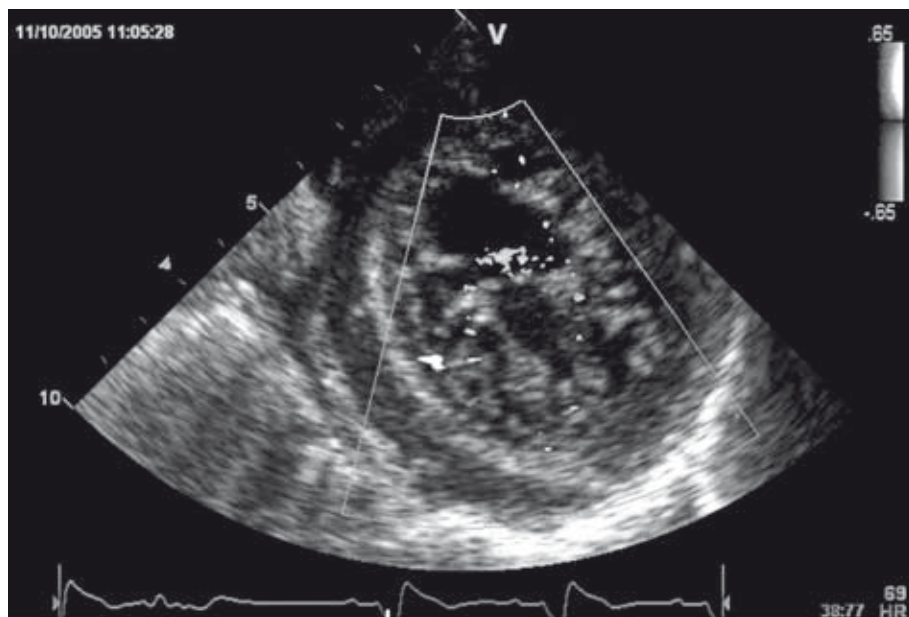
Caratteristiche ecocardiografiche di un ventricolo sinistro non compatto.
